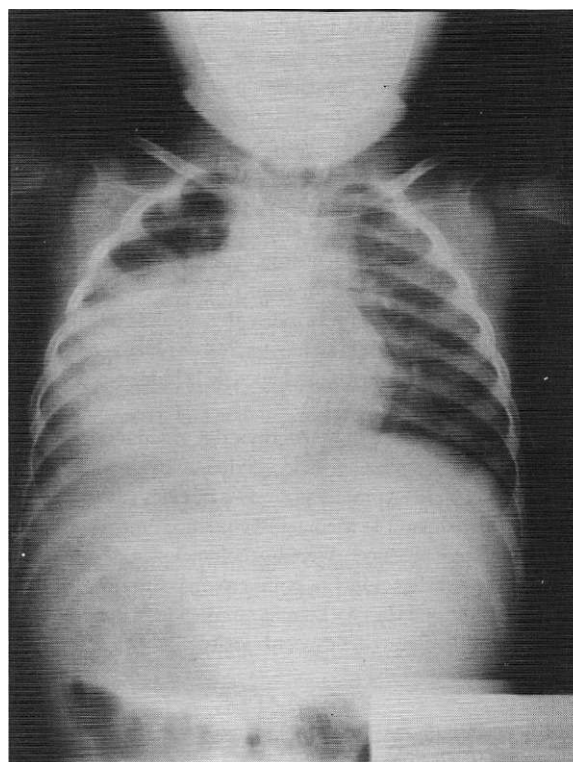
Radiografía del tórax del paciente a los seis meses de edad, en la cual se puede observar la cardiomegalia por acumulación de glucógeno en las células de miocardio.
